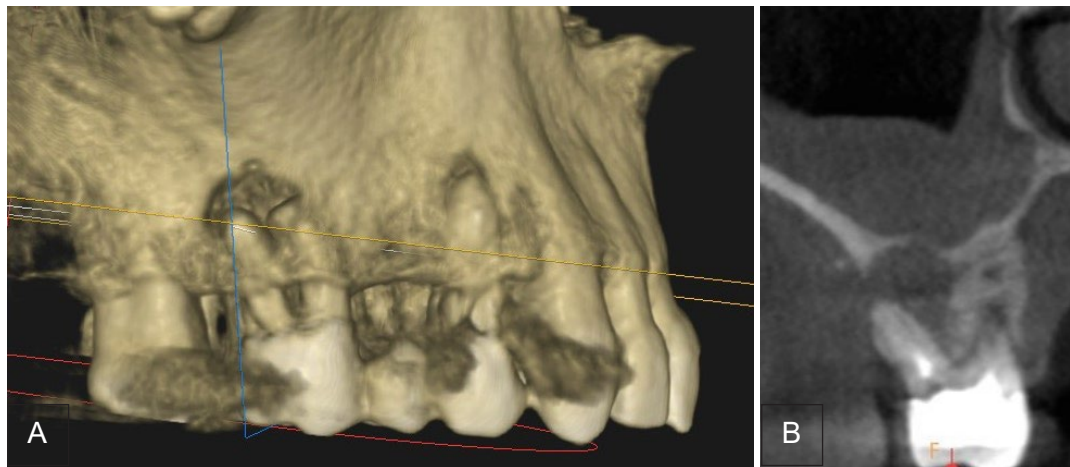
a) : Tomographie préopératoire d'un patient présentant une dent infectée au niveau du maxillaire droit ; b): CBCT préopératoire de la dent infectée.
